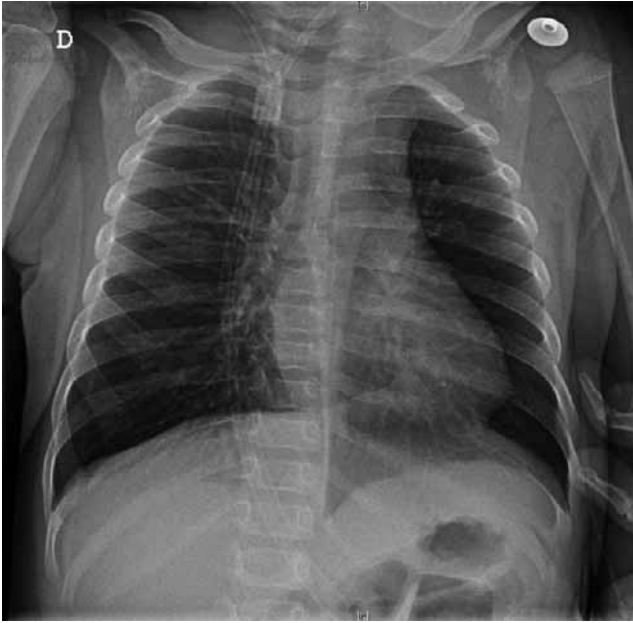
Radiografía de tórax tras la desobstrucción.
